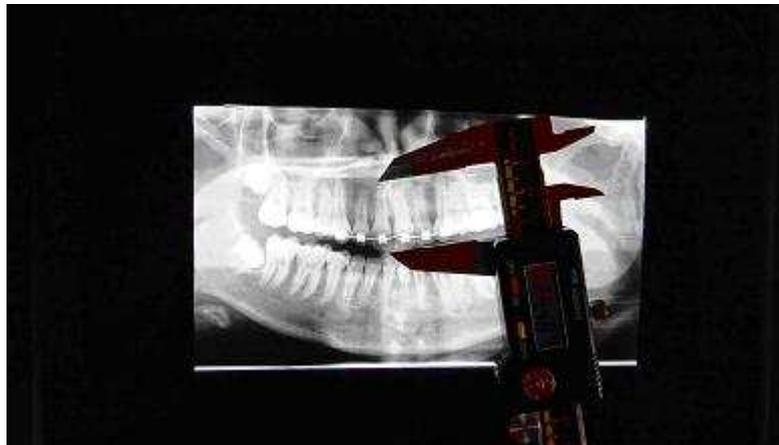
Medição dos incisivos na radiografia panorâmica
